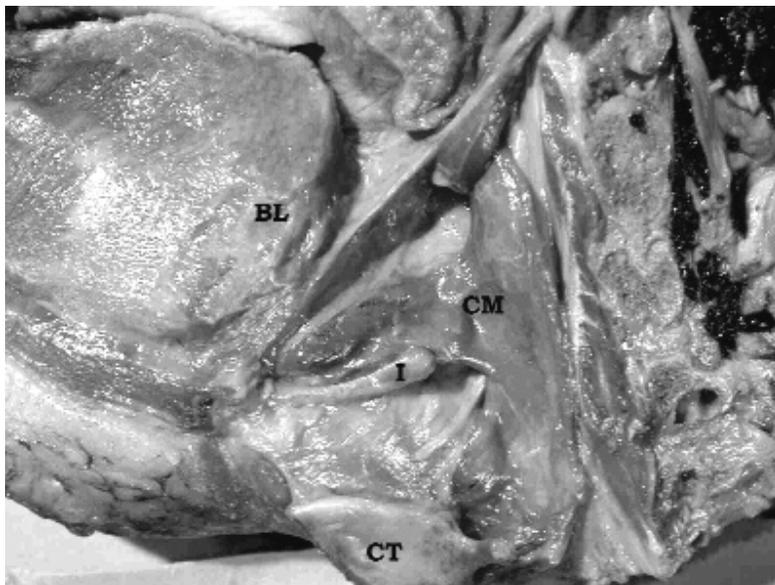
Visione in sezione sagittale del muscolo costrittore medio del faringe (CM) con la sua inserzione all'osso ioide (I). Sono visibili inoltre il base lingua (BL) e la cartilagine tiroidea (CT).
